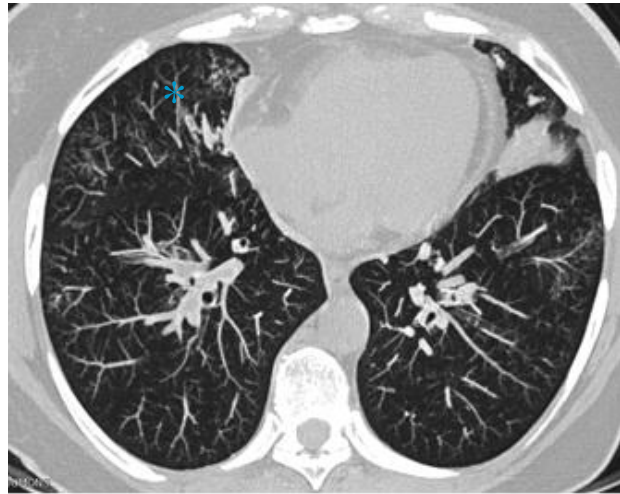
TDM, bronchiolite*
